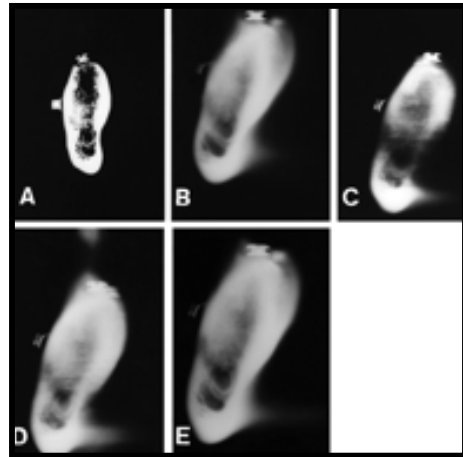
MICRORADIOGRAFIA, de cuatro mm de grosor corte de mandíbula en la región del primer molar inferior derecho<sup>35</sup>
